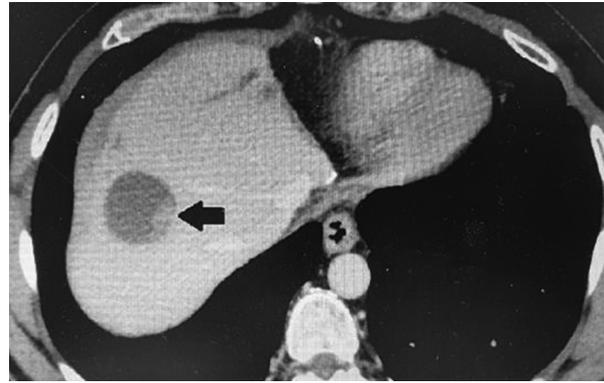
Imagen radiológica (tomografía computarizada) en donde se aprecia una recurrencia dentro de un nódulo («nódulo dentro de nódulo»).
